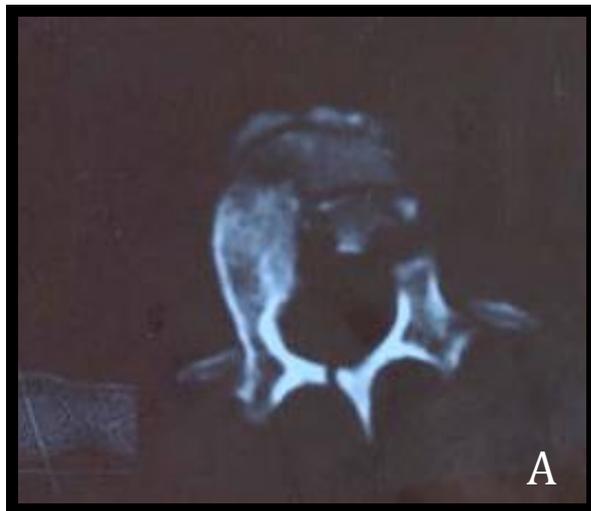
TDM de controle postopératoire montrant une fusion intersomatique avec consolidation du griffon.
